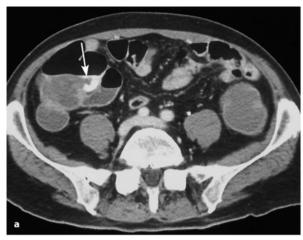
a, b. Angiodysplasie im Zökum. Transvenöse Angio-Multidetektor-CT. a Die arterielle Phase zeigt eine intensive Kontrastmittelansammlung im medialen Zökum (*Pfeil*). b MIP mit Darstellung der Blutungsquelle am Ende der A. ileocolica (*Pfeil*). (Mit freundlicher Genehmigung Prof. J. Freyschmidt, Bremen)
